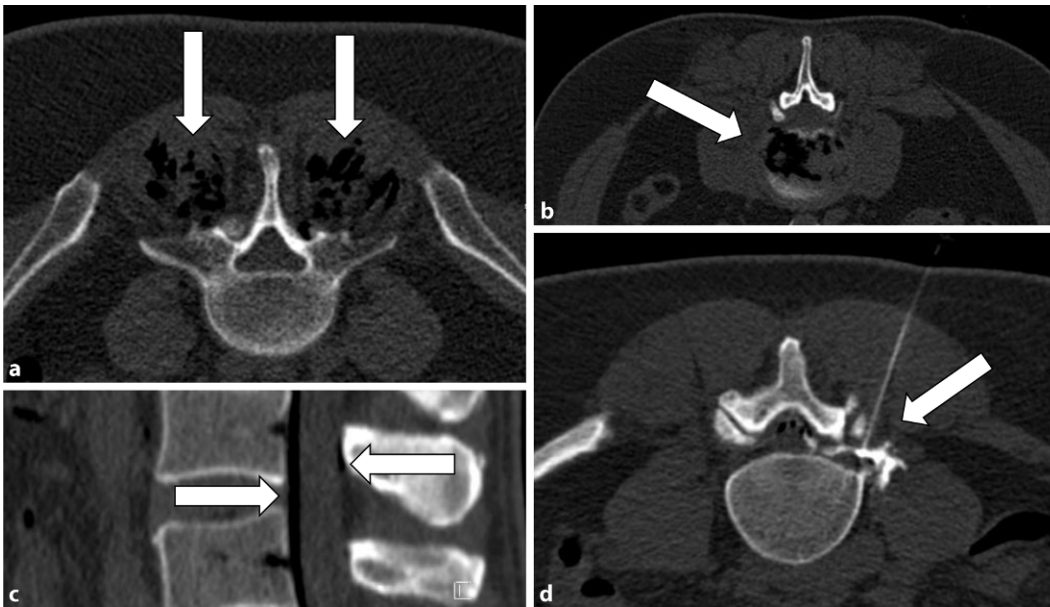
◀ Anwendungsbeispiele der Computertomographie(CT)-gesteuerten, lumbalen Ozon-Injektionstechniken. Die Pfeile zeigen die vier möglichen Wege einer Verabreichung von Ozon. a Intramuskulärer Zugang. b Intradiskaler Zugang. c Epiduraler interlaminärer Zugang. d Epidural-transforaminaler Zugang
